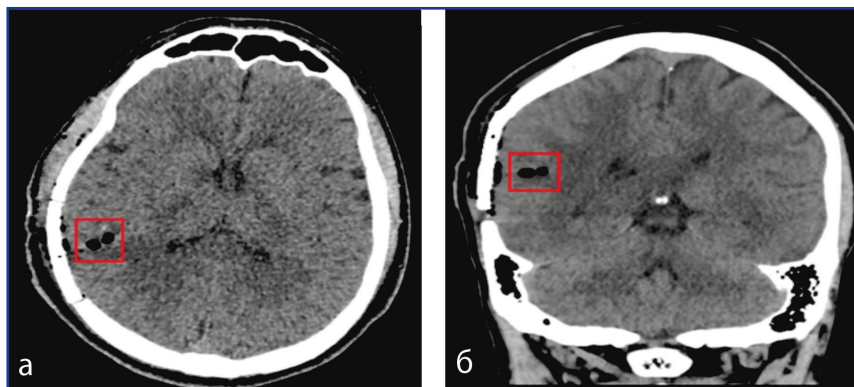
КТ исследование в послеоперационном периоде: а – аксиальная проекция, б – фронтальная проекция
